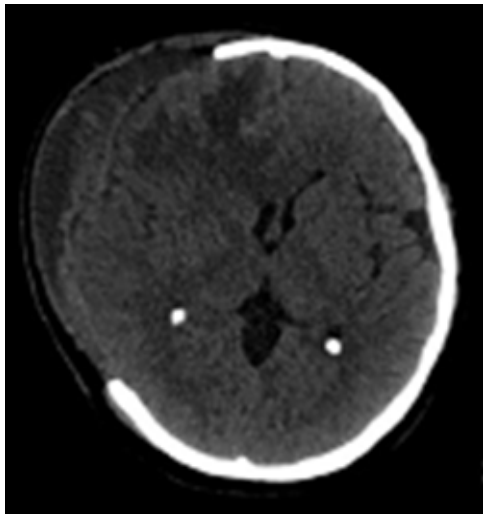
Tomografía de encéfalo sin contraste del 8 de abril de 2024: línea media central, sin evidencia de hematoma; defecto óseo por craniectomía
